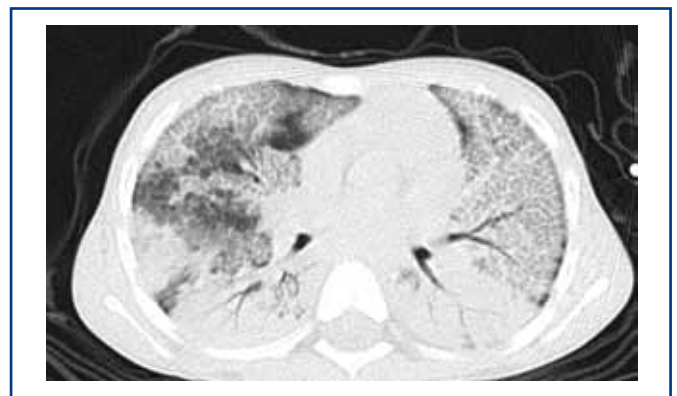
CT-Thorax mit typischen Veränderungen einer PAP im Sinne einer flächigen milchglasartigen Verschattung sowie verbreiterten Interlobarsepten („crazy paving“). Zusätzlich ausgedehnte Konsolidierungen im Bereich der Unterlappen.
